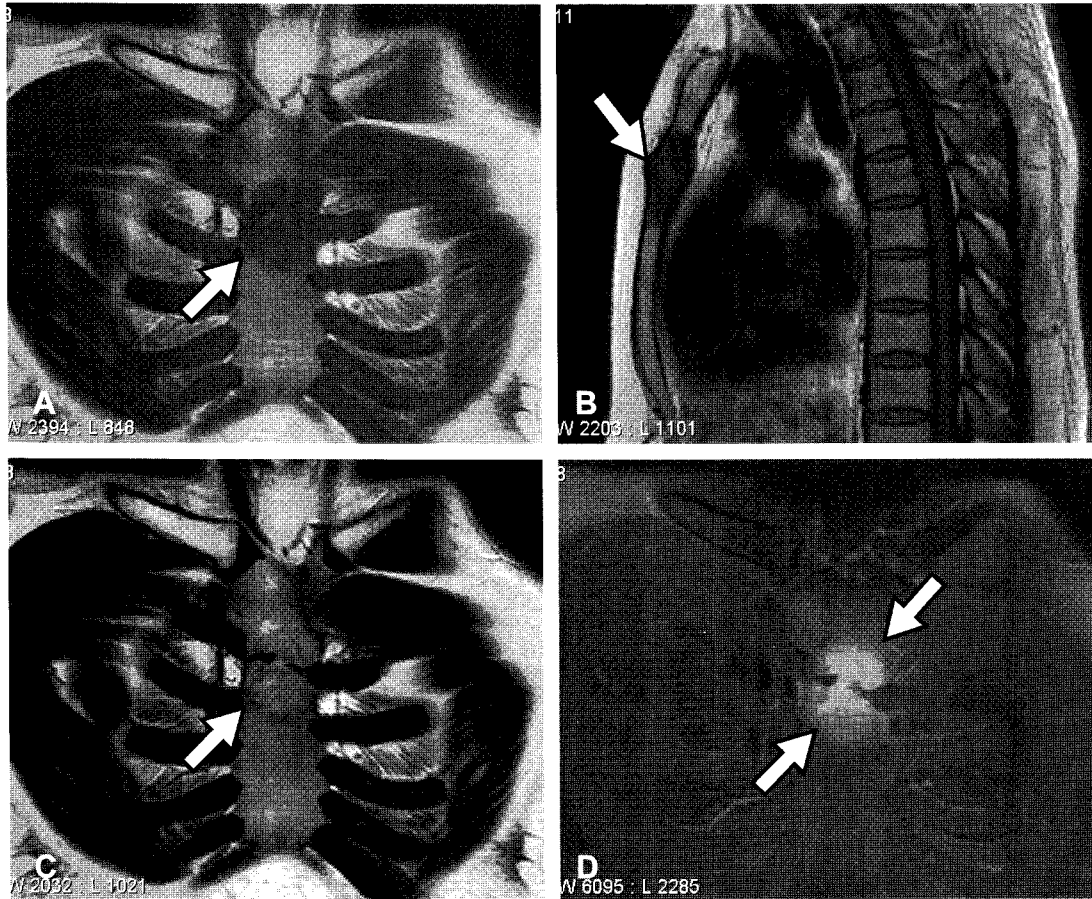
About 4.5 cm sized bone lesion overriding body of sternum and manubrium. The bony lesion has low signal intensity on T1 weighted MR image (A; coronal, B; sagittal images), and intermediate to high signal intensity on T2 weighted image (C; coronal image). And the lesion is strongly enhanced by gadolinium on Gadolinium enhanced MRI (D). Both osteomyelitis and bony metastasis can be suspected by these MR findings.
